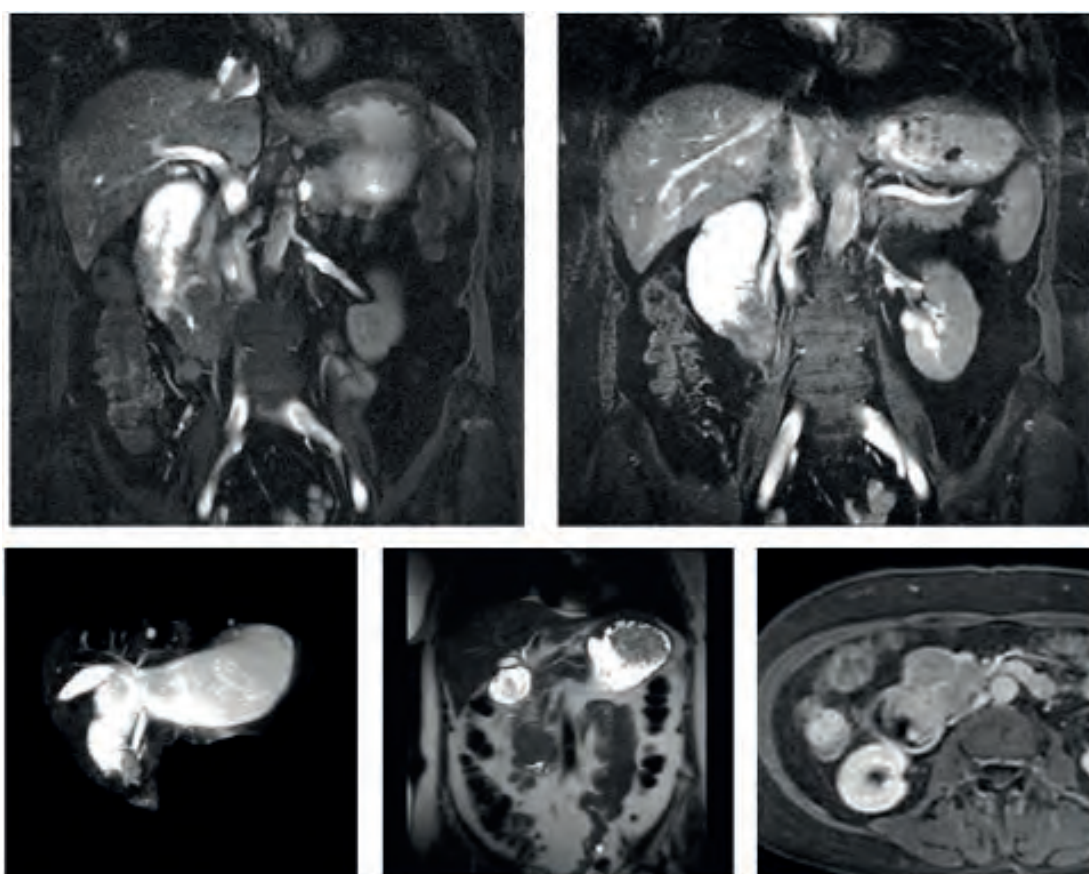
Patient S., 65 years old. Complaints of severe pain in the abdomen for three months, vomiting. Anamnesis data: a sharp weight loss in the last 2 - 3 months (up to 20 kg). According to fluoroscopy: the stomach is significantly enlarged in size, there is no passage of barium suspension in the duodenum. Endoscopic examination was carried out to the level of the horizontal part of the duodenum, then the endoscope was not possible to carry out (tissue masses in the lumen of the intestine; according to the PGI - adenocarcinoma of the duodenum). MRI-signs of duodenal tissue formation with a rough narrowing of its lumen, active contrast enhancement of the solid part of the formation. MRI images in coronary and axial projections (T2, STIR, T1 modes and three-dimensional reconstruction)
